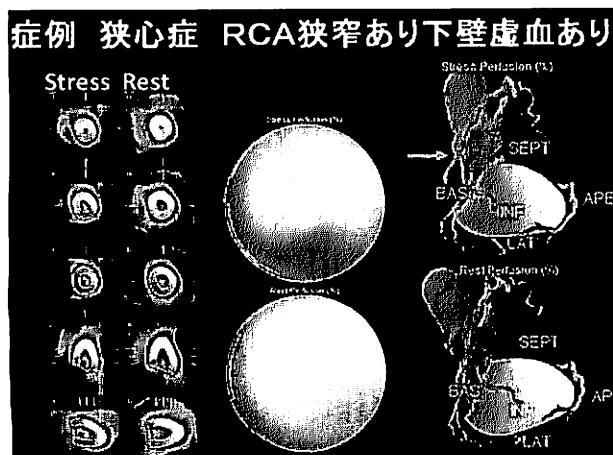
Quantitative perfusion SPECTとMDCTの融合画像
